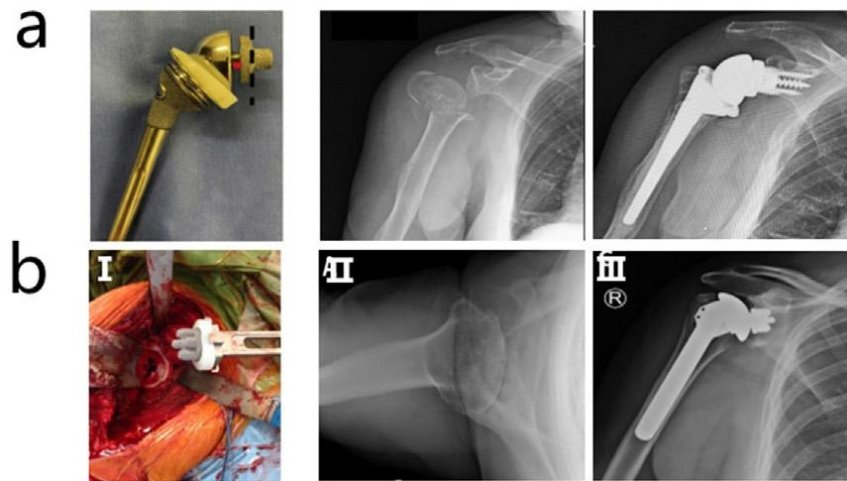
Impianti per la spalla con radiografie pre e post-operazione: a) protesi alla spalla in Ta poroso e b) componente glenoide in Ta poroso.
